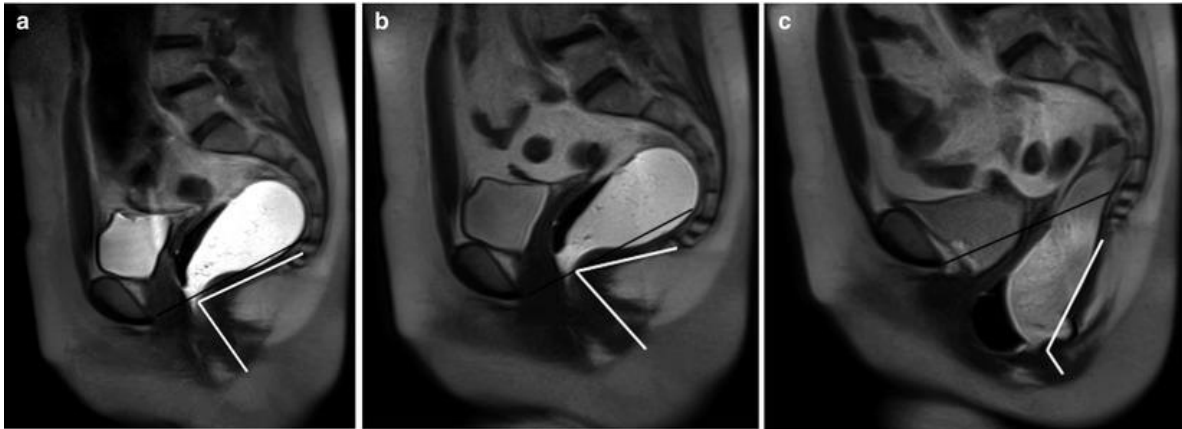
MRI defecography show pelvic floor disfunction
